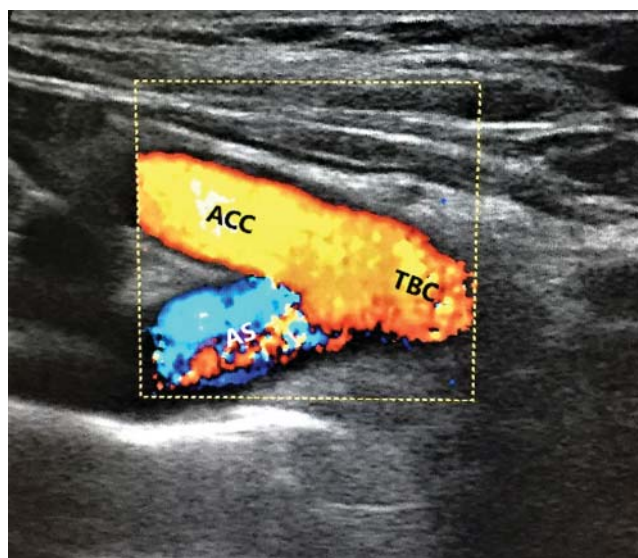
УЗИ сосудов шеи (цветное дуплексное сканирование). Выявление Y-признака. ACC – arteria carotis communis dexter, AS – arteria subclavia dexter, TBC – truncus brachiocephalicus.
